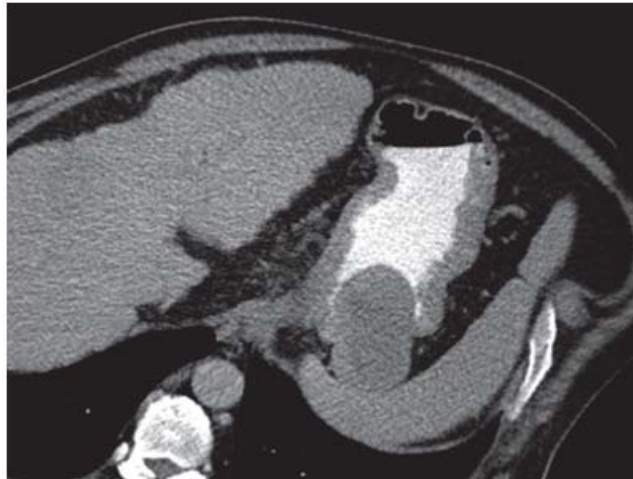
Coupe TDM montrant une GIST gastrique avec extension exo-gastrique [41].
